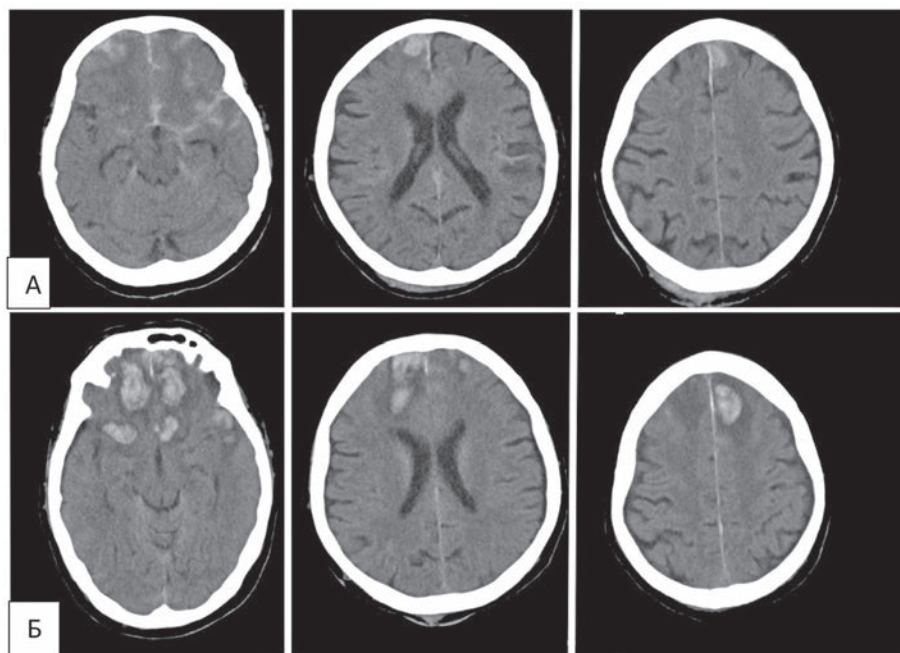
Томограммы б-го К. Наблюдение КТ-прогрессии очагов без значимого клинического ухудшения: через 4 часа после травмы (а), 65 часов спустя (б). Пояснения в тексте.
